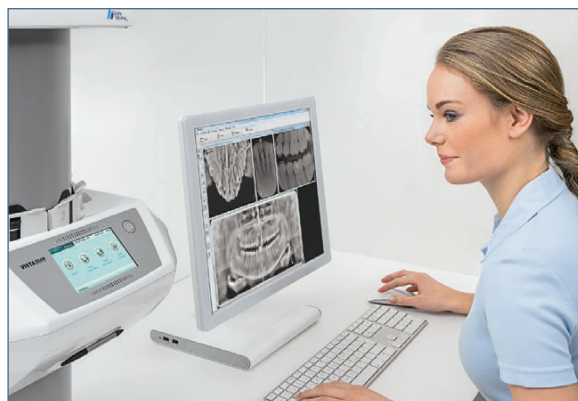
Moderne Röntgentechnik: VistaScan Combi View in der Anwendung. © Dürr Dental
